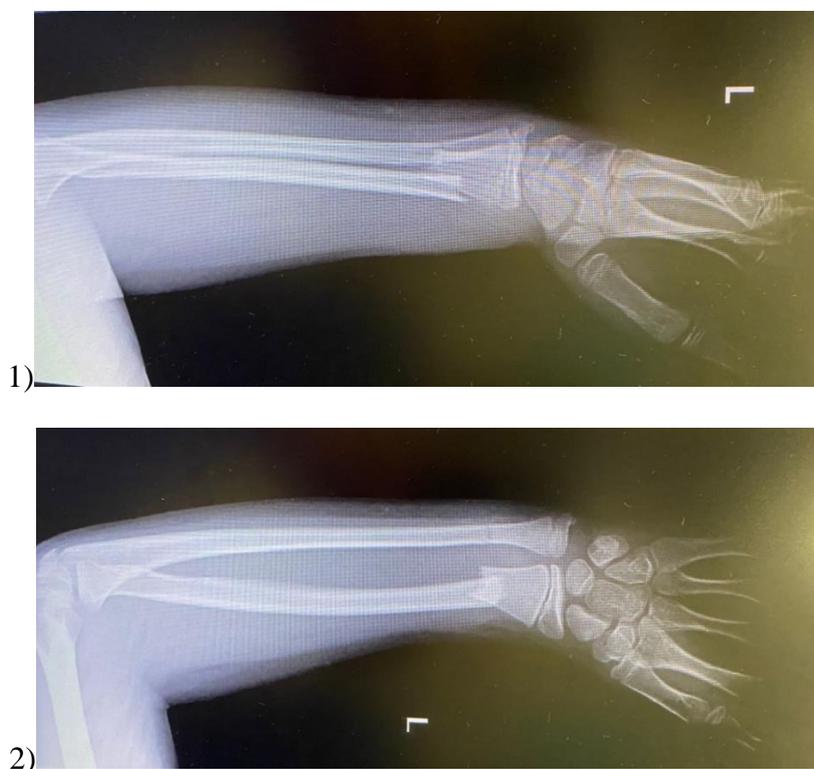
Caso 1. Radiografía diagnóstica lateral y posteroanterior.
